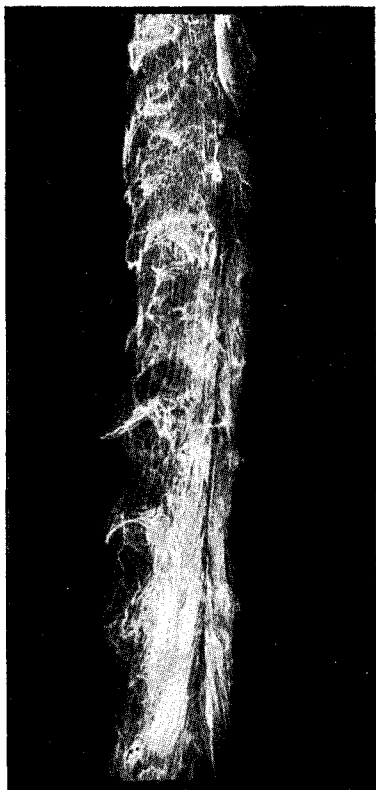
Рентгенограмма. Сосуды *m. erector trunci*.
